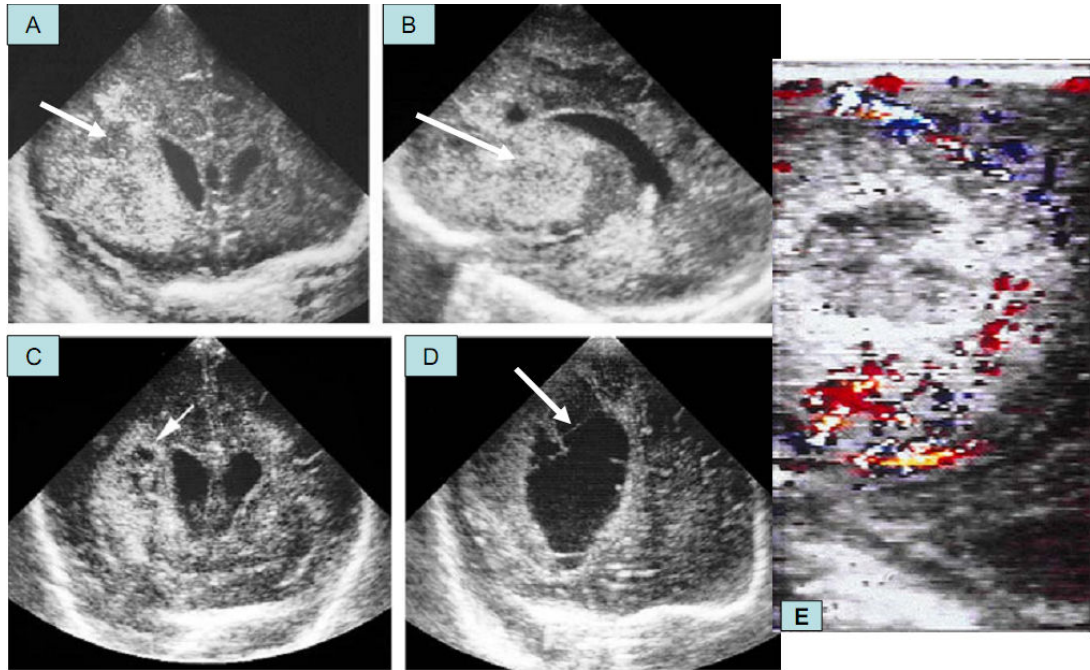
Cerebrites liquefativa. Em (A) US no plano coronal através dos lobos frontais de um RN a termo com meningite por *Citrobacter*, mostrando extensiva cerebrites ecogênica envolvendo o lobo frontal (SETA). Em (B), US no plano sagital mostrando cerebrites ecogênica envolvendo a gânglia basal (seta). Em (C), o US foi repetido 5 dias após mostrando sinais precoce de liquefação do lobo frontal. Em (D), US no plano coronal obtido 7 dias após, demonstrando completa liquefação da área cerebral envolvida. Em (E) US Doppler colorido mostrando a hiperemia ao redor, evidenciando o aumento da vascularização (Yikilmaz, com modificação)
